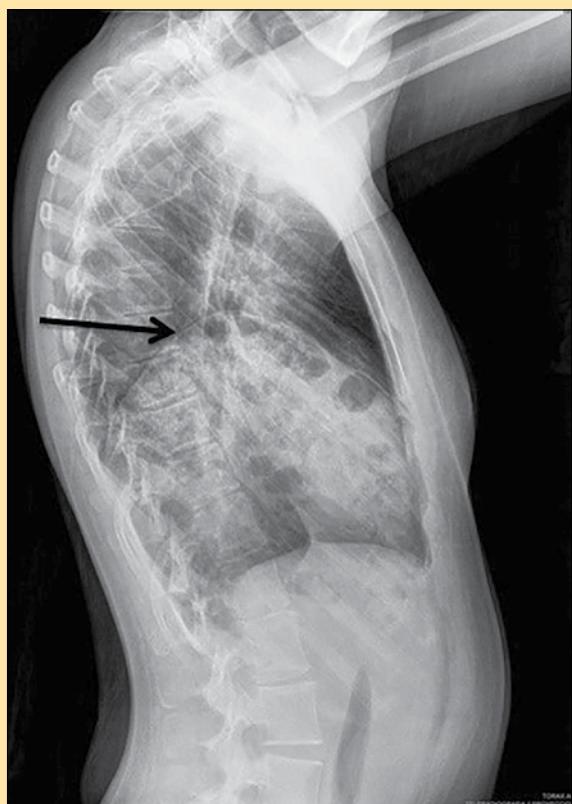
Radiografía de tórax lateral izquierda en la que se observa nuevamente la elevación del hemidiaphragma izquierdo (flecha recta) y contenido abdominal a nivel de cuarto arco costal.
